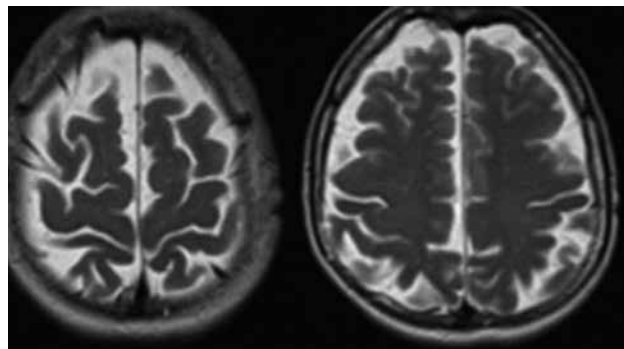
МРТ — T2-взвешенные аксиальные изображения
